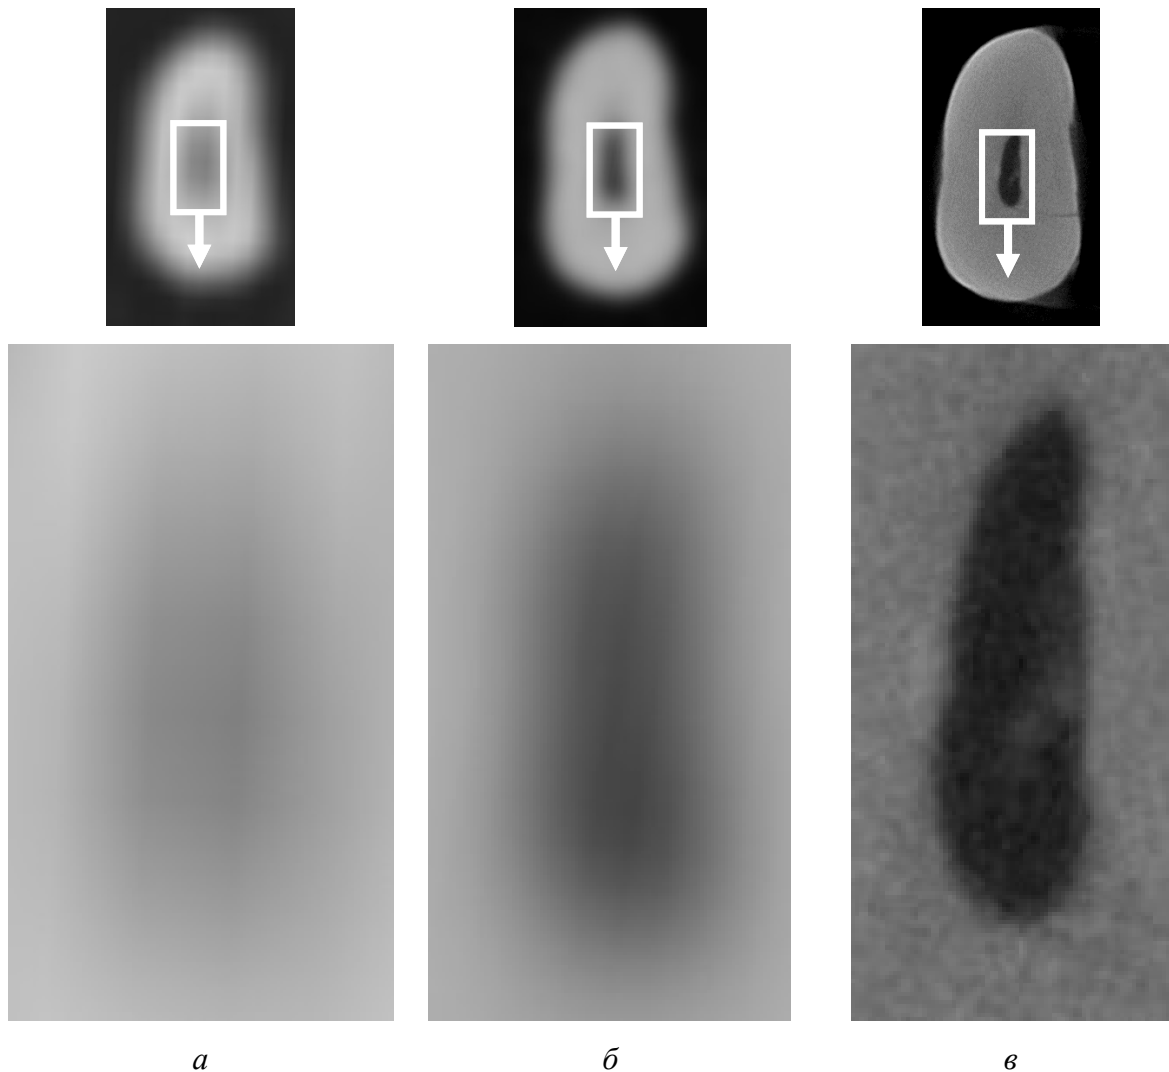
Изображения средней части корня удаленного зуба в аксиальной плоскости: *а*, *б* – МСК-томограмма и КЛК-томограмма. Содержимое в корневом канале не наблюдается; *в* – микроКЛК-томограмма. В корневом канале слабовыраженная структура с нечеткими контурами, плотностью несколько меньше дентина
